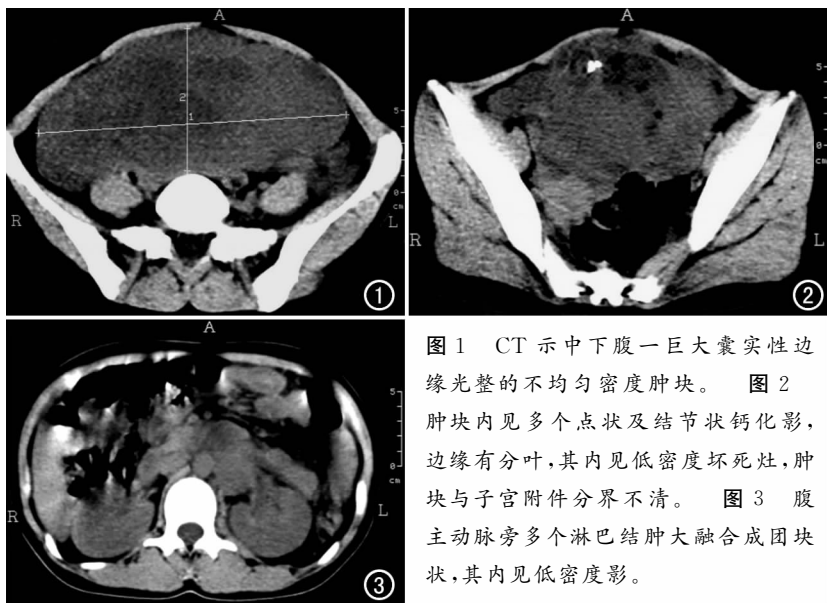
CT 示中下腹一巨大囊实性边缘光整的不均匀密度肿块。图 2 肿块内见多个点状及结节状钙化影, 边缘有分叶, 其内见低密度坏死灶, 肿块与子宫附件分界不清。图 3 腹主动脉旁多个淋巴结肿大融合成团块状, 其内见低密度影。
